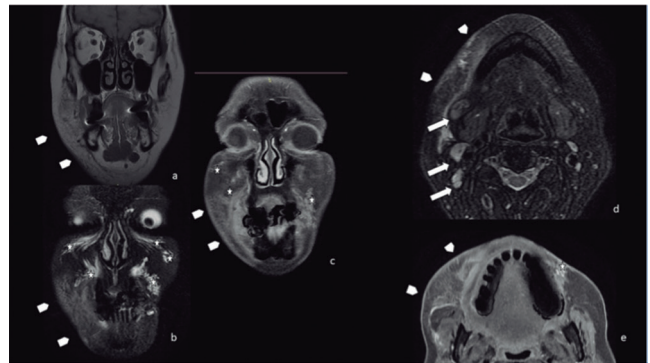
RMN donde se observa asimetría representado por imágenes lineales hipointensas en T1 e hiperintensas en T2 y aumento difuso de señal en T2 del TCS (cabezas de flecha). En ambos surcos nasogenianos y regiones infraorbitarias se identifica presencia de material de relleno hipointenso en T1 e hiperintenso en T2 (estrella) y algo en mejilla izquierda. a) Coronal T1. b) Coronal T2 Fat-sat. c) Coronal T1 Fat-sat con gadolinio. d) Axial T2 Fat-sat. e) Axial T1 Fat-sat con gadolinio.
